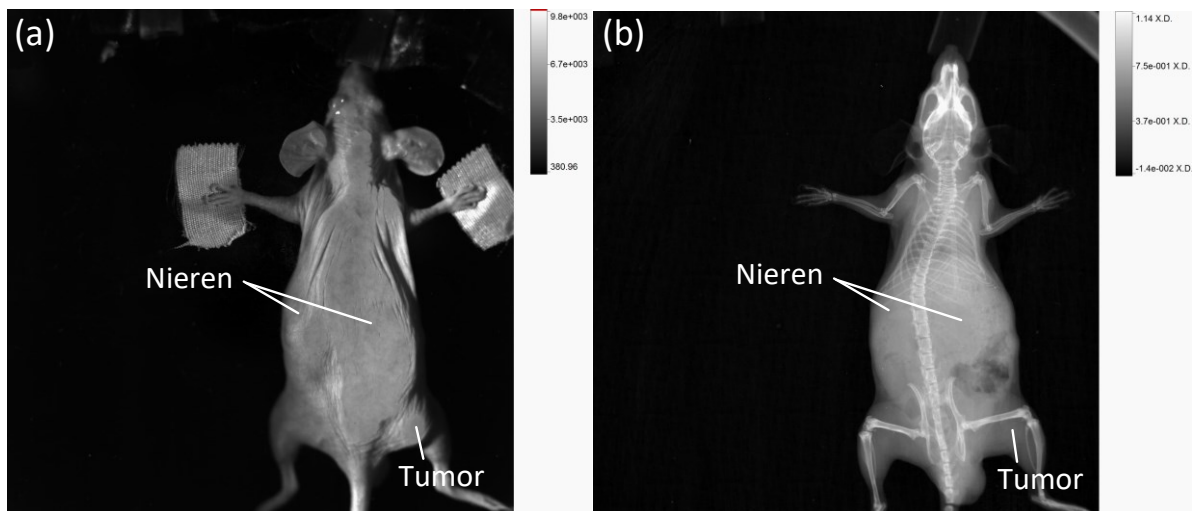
(a) Weißlicht Abbildung einer Maus mit AuNP-SIDAG-LUG, 3 h p.i. unter Verwendung des In Vivo Xtreme Systems (b) Röntgenbildgebung von AuNP-SIDAG-LUG, 3 h p. i. unter Verwendung des In Vivo Xtreme Systems
